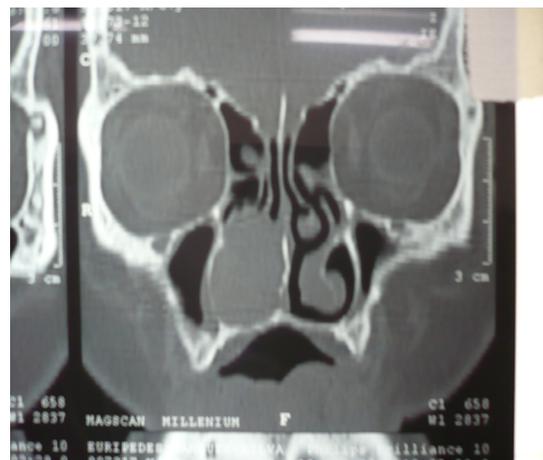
B - TC de seios da face, corte coronal, observando erosão de septo nasal e parede medial de seio maxilar direito.
